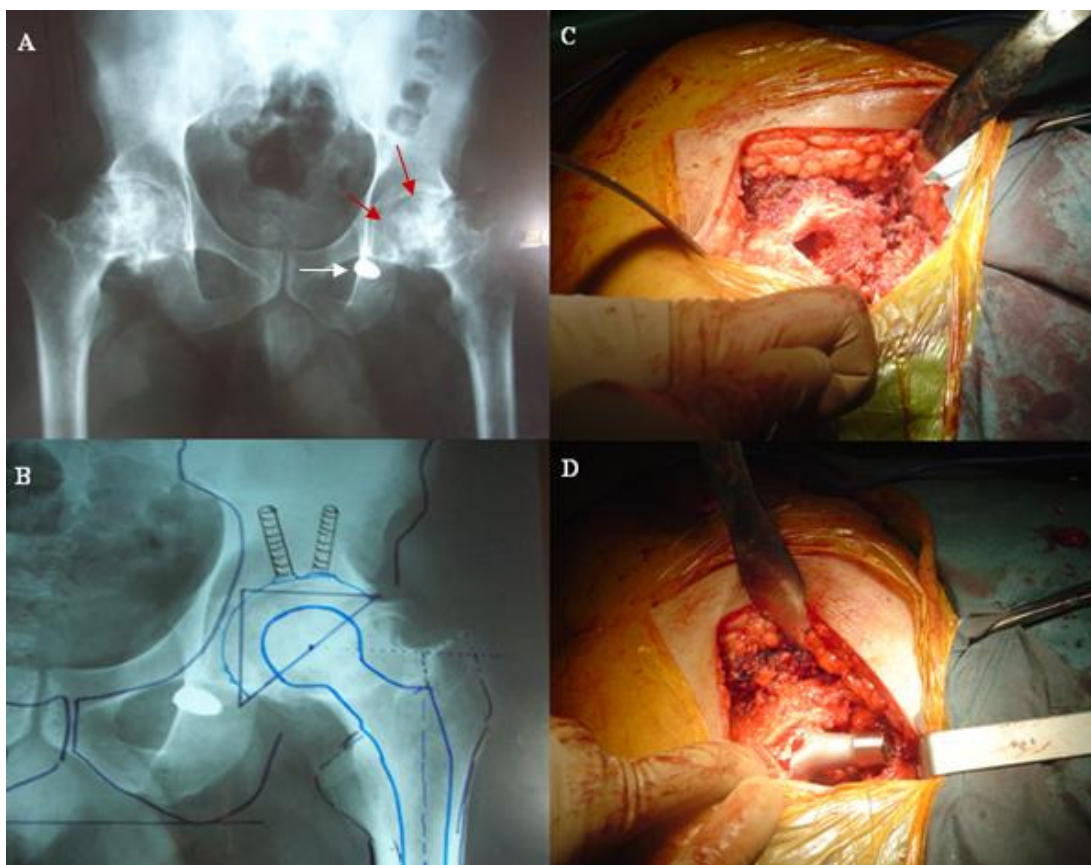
(A) Radiografía simple de cadera. La flecha blanca indica la ubicación del proyectil de arma de fuego. Se evidencian imágenes de estrechamiento articular, presencia de geodas (flechas rojas), y cambios acetabulares en ambas cabezas femorales, que corresponden a Necrosis Avascular Bilateral de Cadera grado IV según la clasificación Ficat-Arlet (B) Medición de ángulos de la articulación en relación a la prótesis sobre radiografía simple de cadera. (C) Se observa el hueso femoral luego de la excisión de la región necrótica. (D) Artroplastia total de cadera izquierda con colocación de prótesis tipo Müller
